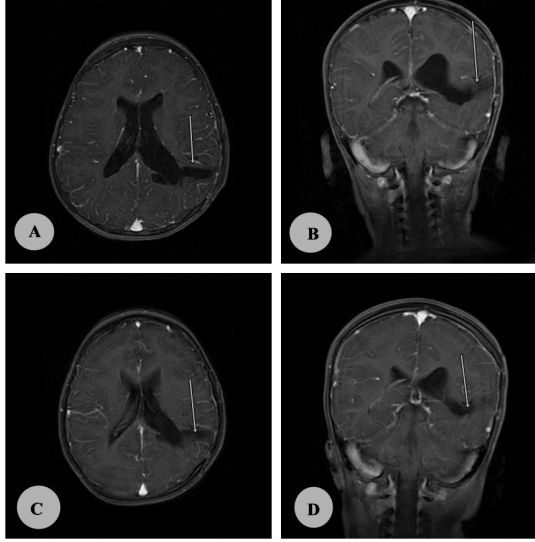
Beyin manyetik rezonans görüntüleme (MRG) Sol lateral ventrikülde kitle (Ameliyat öncesi KPP)
